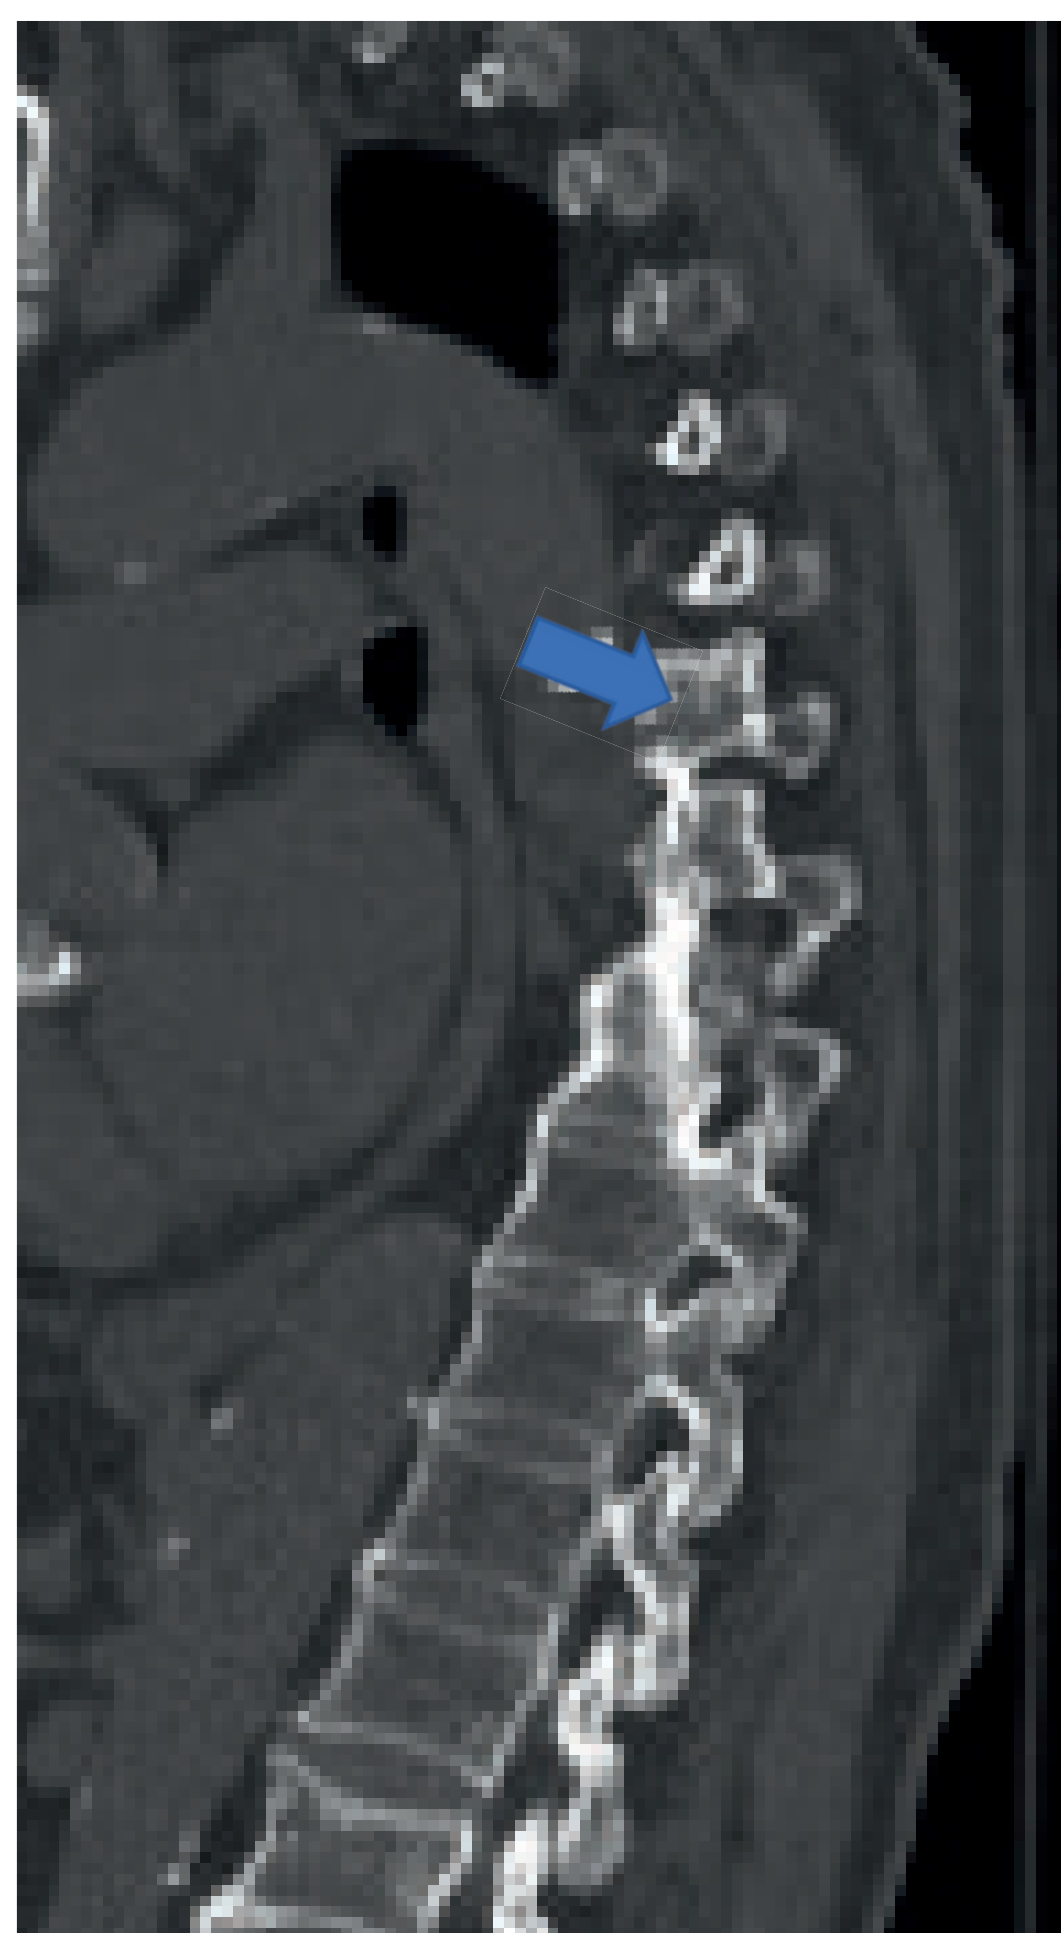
TAC torácico. Se identifica fractura vertebral T7 (flecha).
